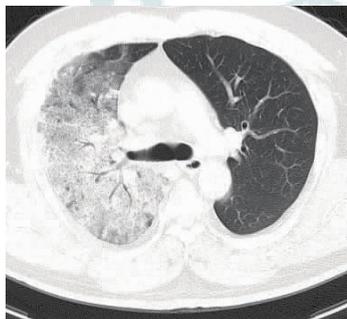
山东省首例人感染 H7N9 禽流感重症肺炎患者入院时(2013 年 4 月 21 日)胸部 CT 示双肺广泛渗出性改变及实变影,右肺无正常肺野显示
